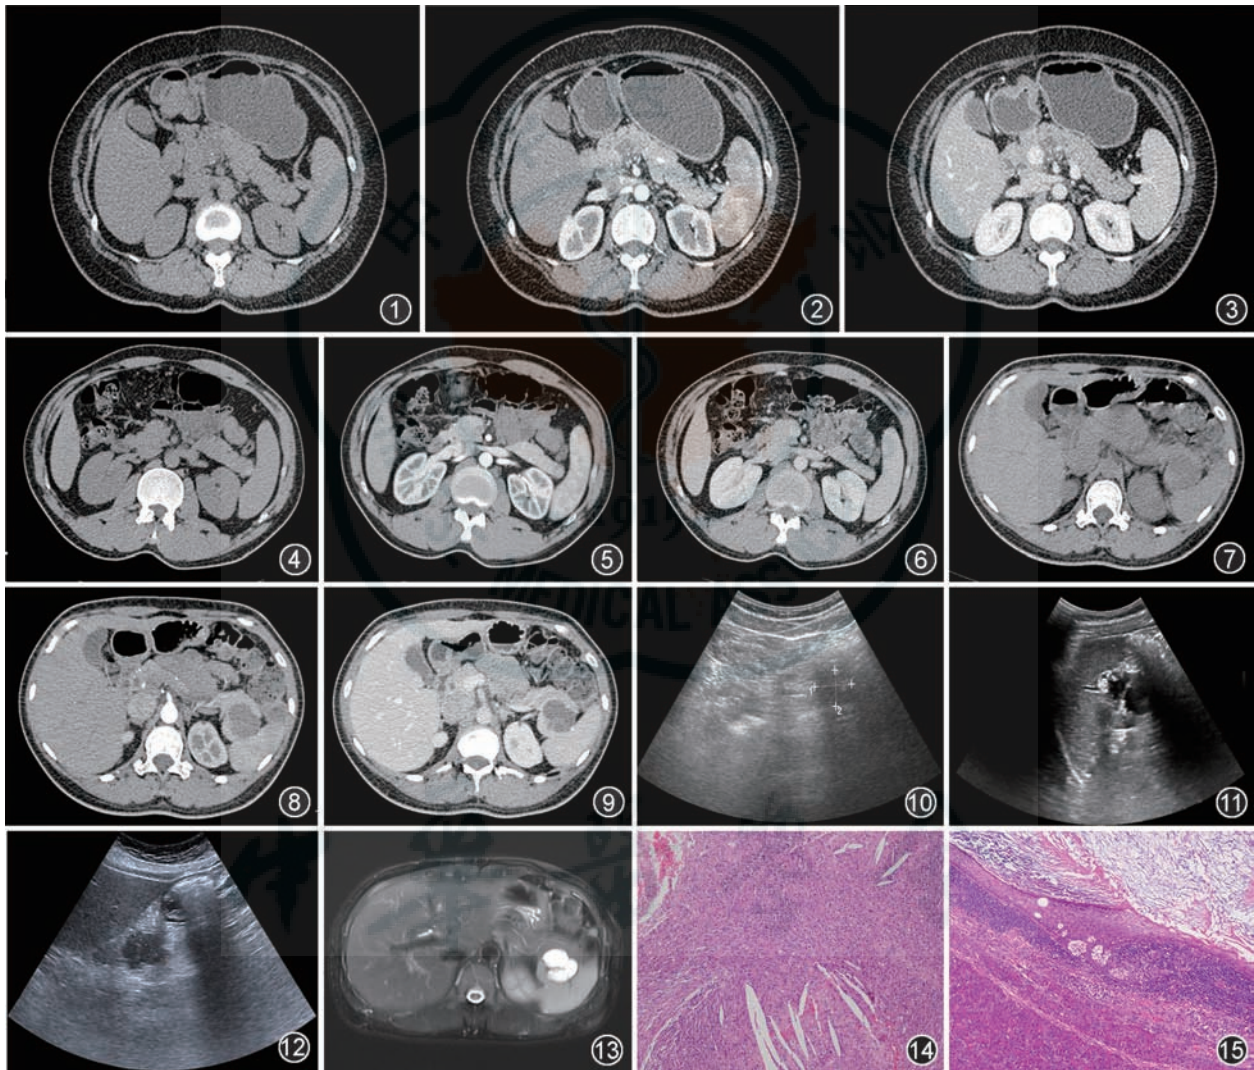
~3 为同一胰腺内副脾表皮样囊肿(ECIPAS)患者。CT平扫(图1)示胰腺颈体部后方稍高信号肿块,边界欠清。CT增强扫描动脉期(图2)病灶未见明显强化。CT增强扫描静脉期(图3)示周边实质成分强化程度与脾脏类似。图4~6 为同一ECIPAS患者。CT平扫(图4)示胰尾部混杂密度结节影,内见稍高密度影。CT增强扫描动脉期(图5)未见明显强化。CT增强扫描静脉期(图6)见边界不清的低密度结节。图7~9 为同一ECIPAS患者。CT平扫(图7)示胰尾部境界清晰的低密度肿块。CT增强扫描动脉期(图8)示囊肿周边实质成分强化程度与脾脏相似。CT增强扫描静脉期(图9)示实质成分强化与脾脏相似,较胰腺组织高。图10 与图4~6为同一患者。超声检查胰腺尾部低回声,边缘欠光整,回声欠均匀,未见明显彩色血流信号。图11 与图7~9为同一患者。超声检查胰尾部(脾门与左肾之间)见低回声伴无回声,边界清,回声欠均匀,未见明显彩色血流信号。图12 与图1~3为同一患者。超声检查示胰腺颈体后部低回声,边界欠清,形态不规则,彩色血流信号不明显。图13 与图7~9、图11为同一患者。MR胰胆管成像检查T₂WI序列示脾门处多房性高信号囊性灶,胰管无扩张。图14 显微镜下除鳞状上皮外,大量上皮样组织细胞增生及胆固醇结晶形成(HE ×200)。图15 显微镜下组织囊壁内衬鳞状上皮,腔内可见大量脱角质化物及钙化,囊壁可见副脾组织(HE ×200)。
